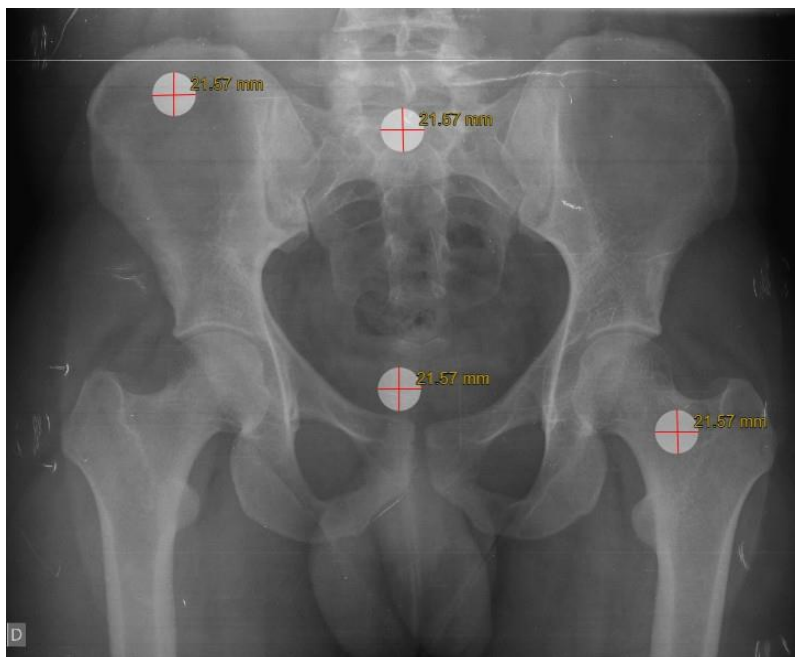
Medidas dos 4 pontos para a radiografia em AP de pelve.
